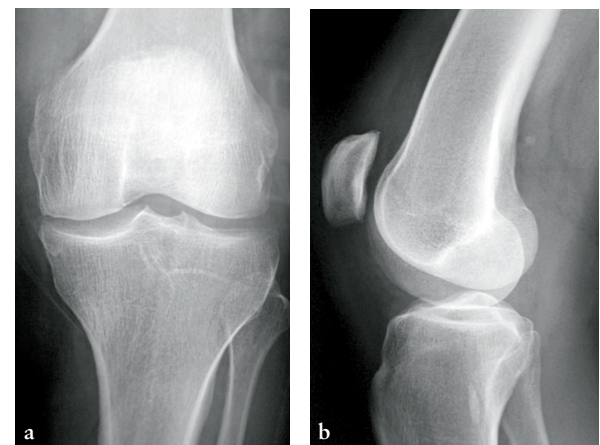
Artrosis fémoro-tibial, a) radiografía AP, b) radiografía lateral.
